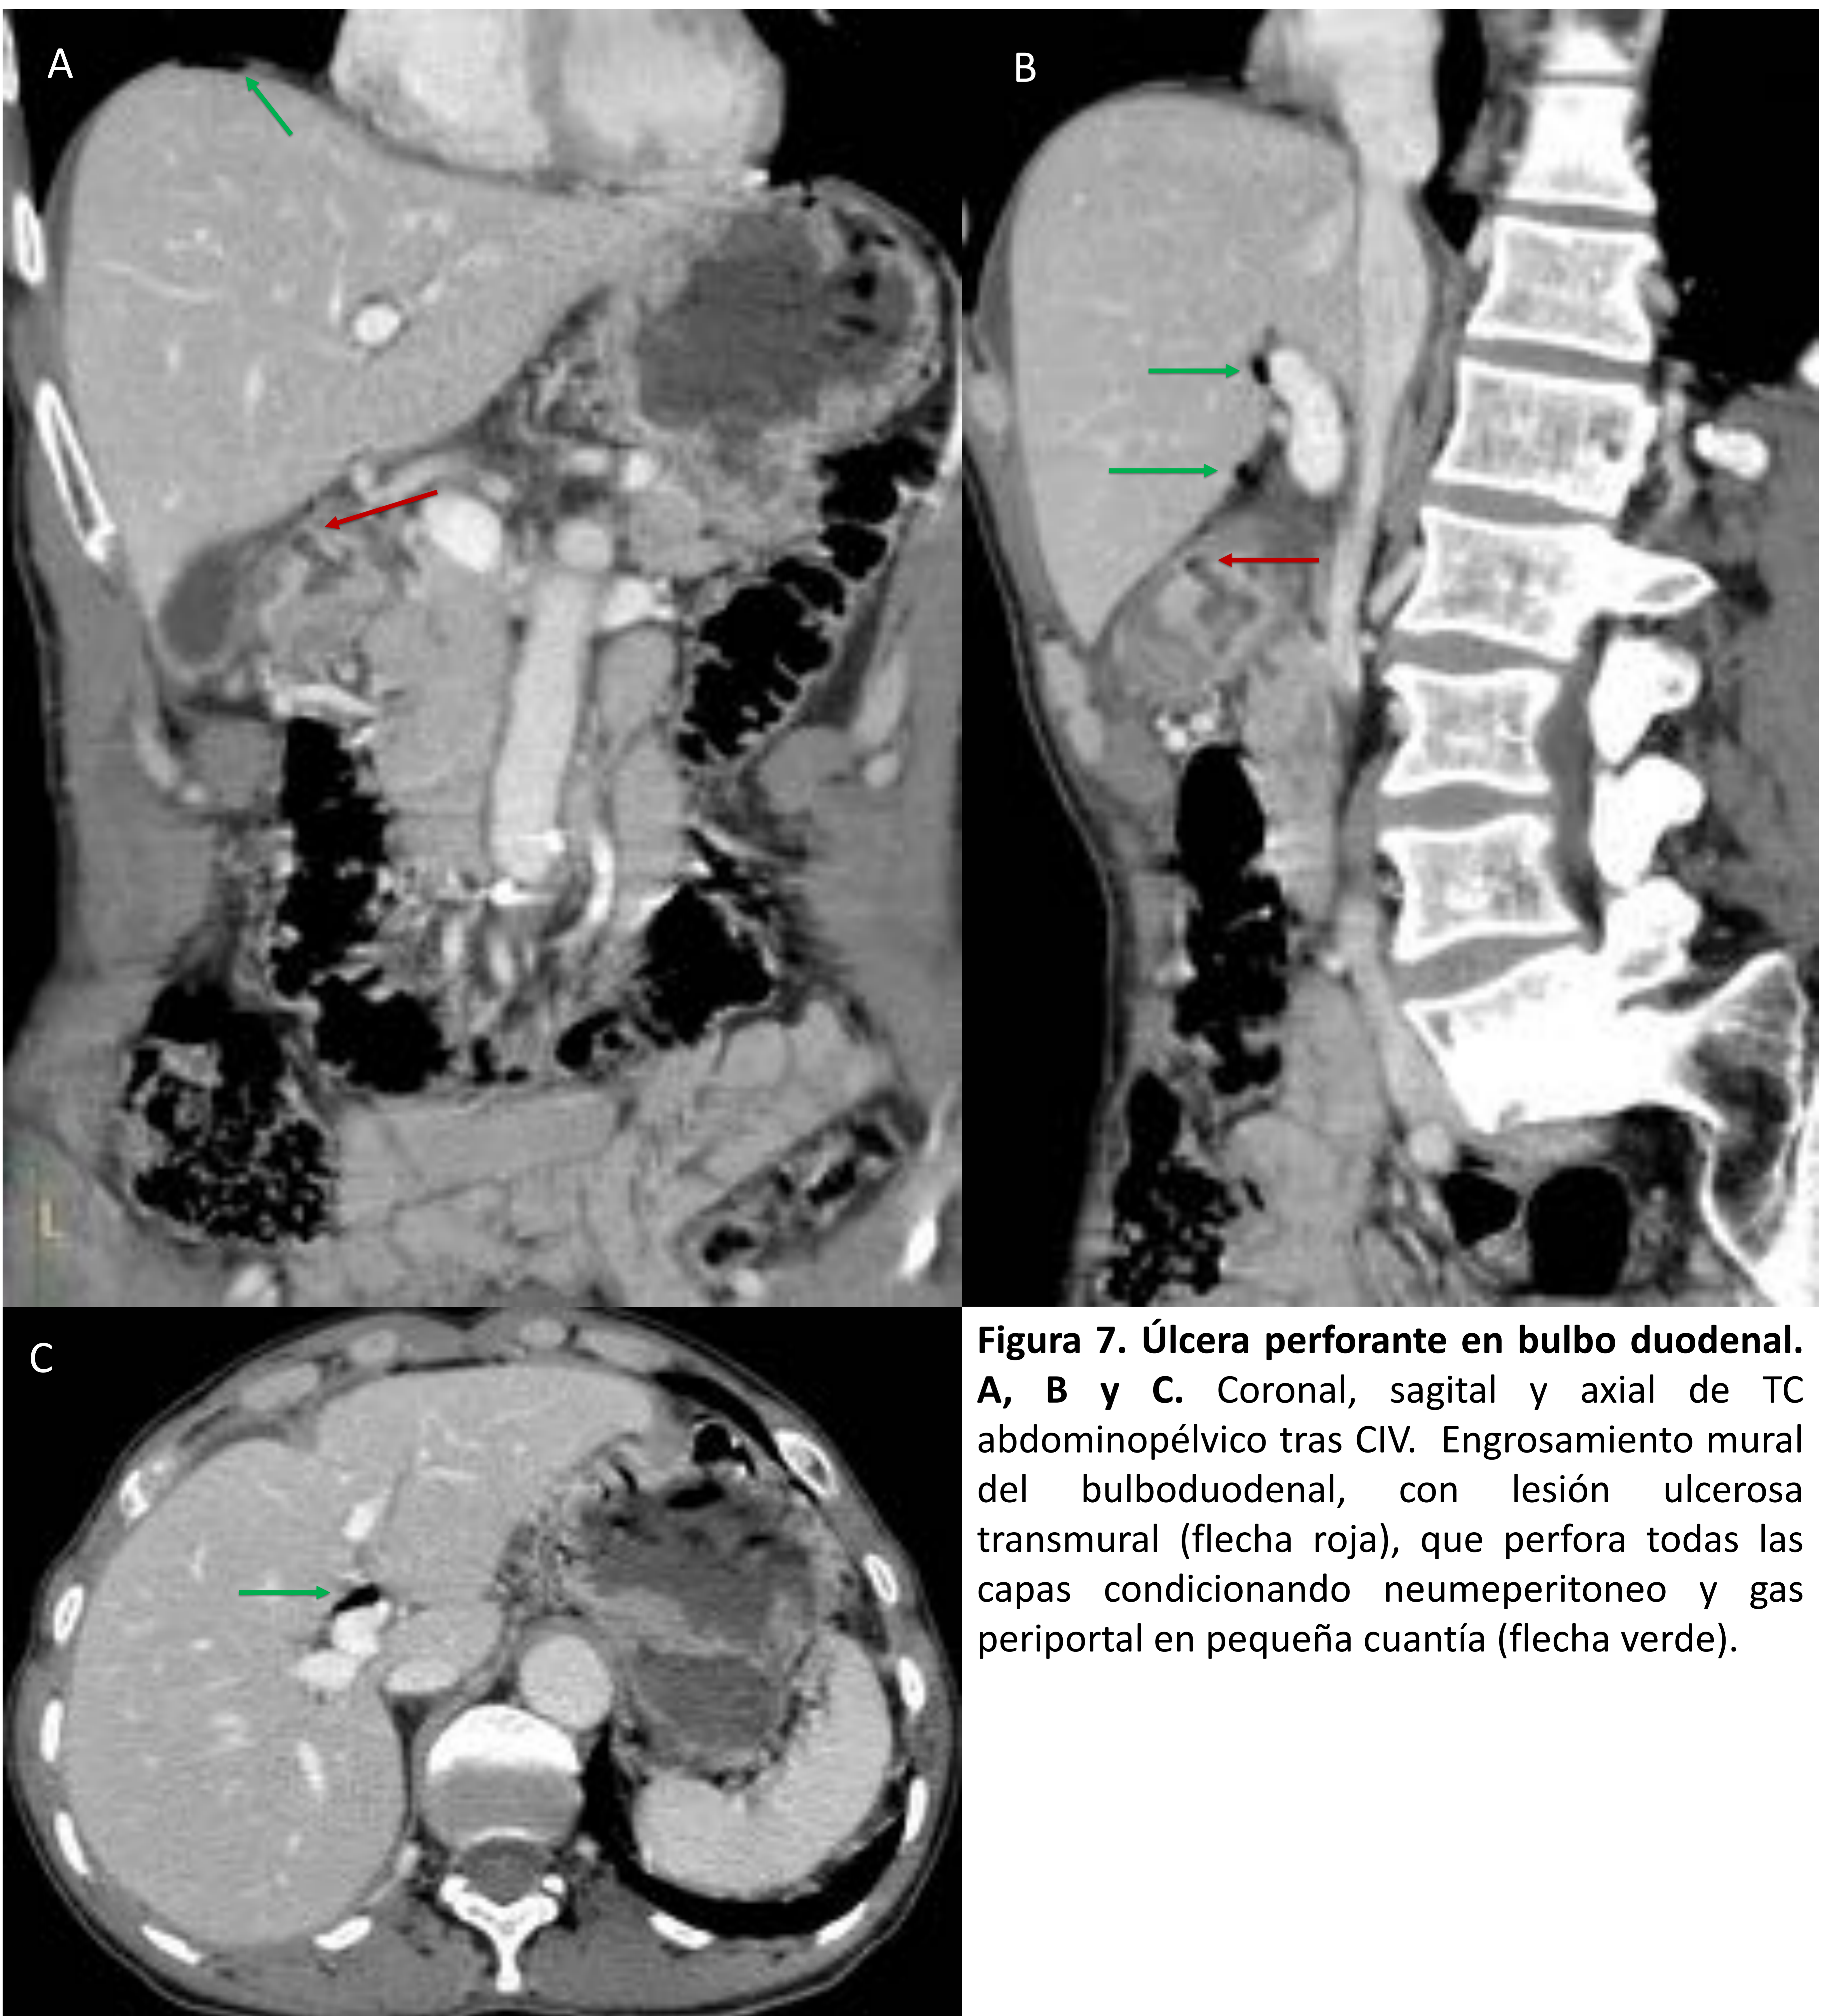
Úlcera perforante en bulbo duodenal. A, B y C. Coronal, sagital y axial de TC abdominopélvico tras CIV. Engrosamiento mural del bulboduodenal, con lesión ulcerosa transmural (flecha roja), que perfora todas las capas condicionando neumoperitoneo y gas periportal en pequeña cuantía (flecha verde).
